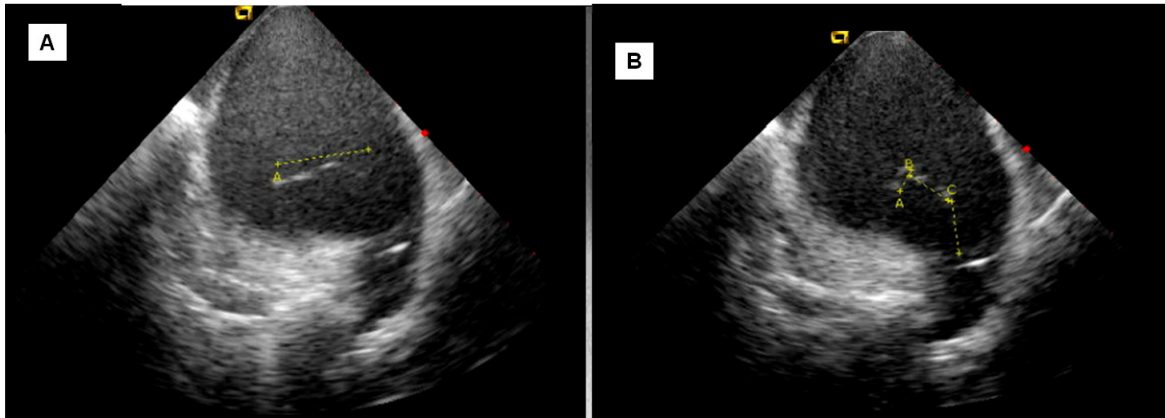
Imagen del ecocardiograma intracardiaco mostrando trombo en el atrio izquierdo (puntillado amarillo) adherido al catéter decapolar circular (Lasso®) ubicado en la vena pulmonar superior izquierda.
